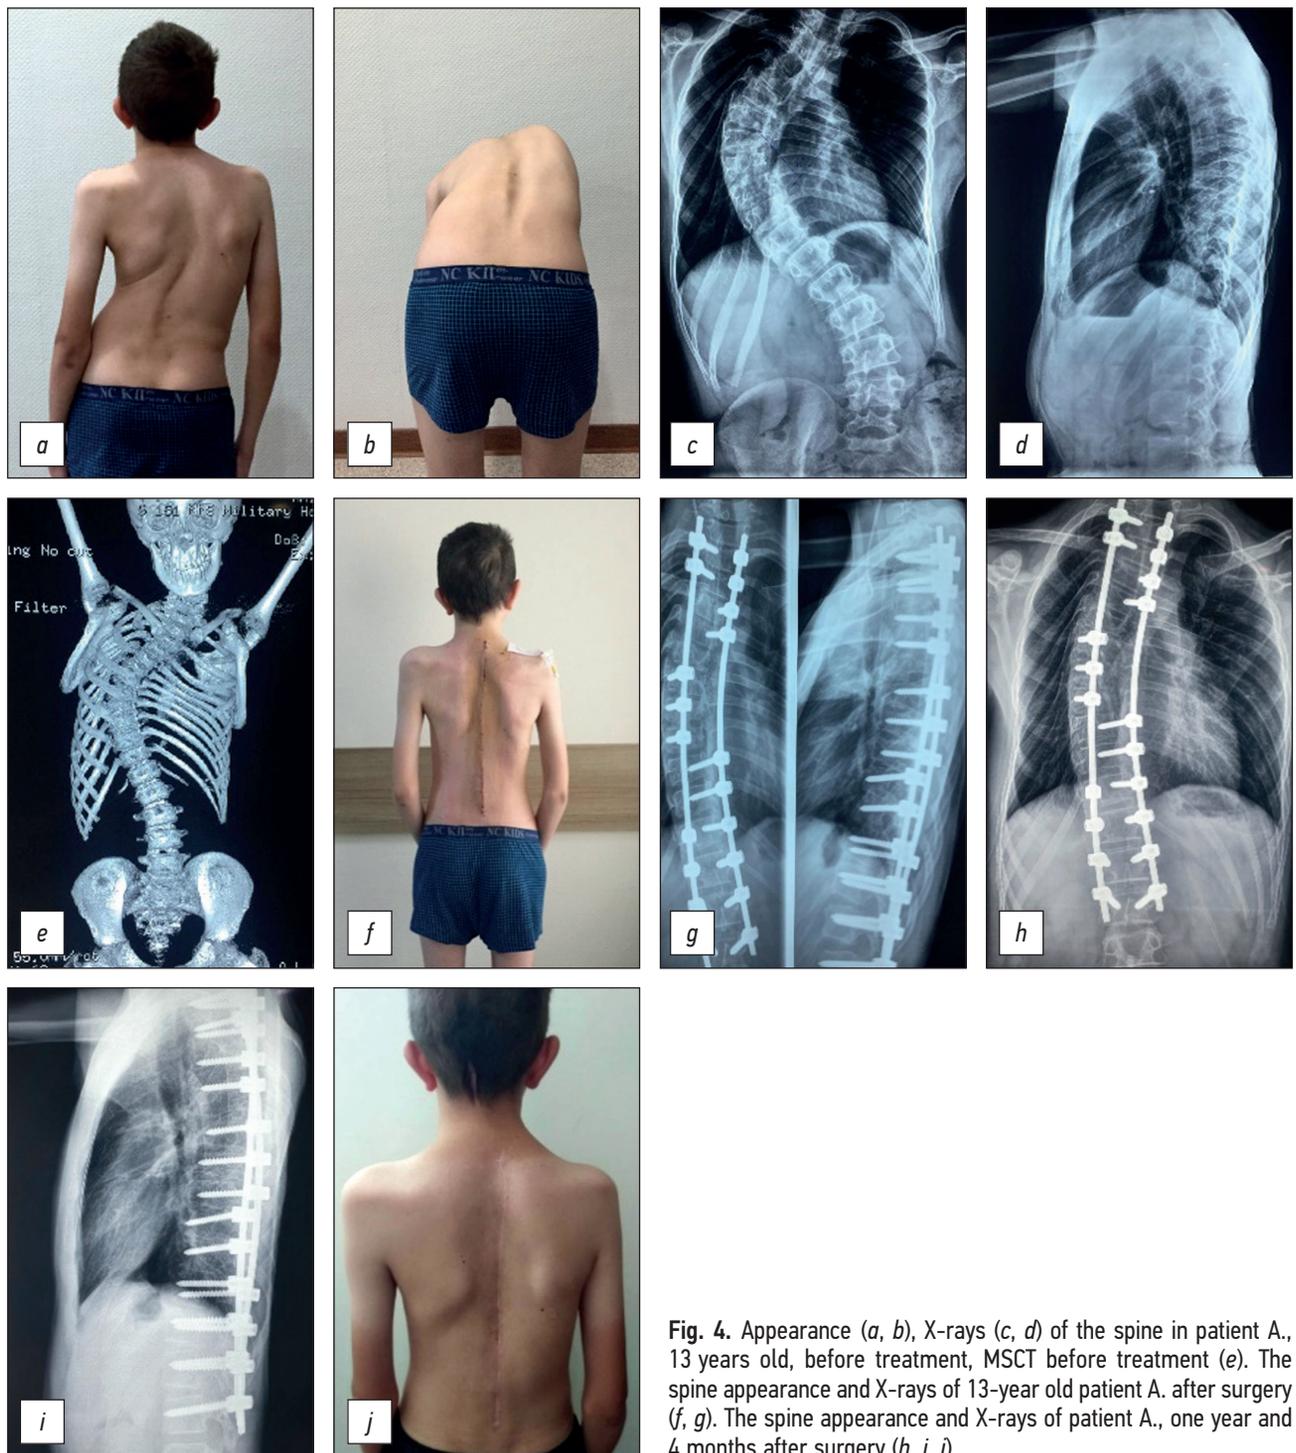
Appearance (*a, b*), X-rays (*c, d*) of the spine in patient A., 13 years old, before treatment, MST before treatment (*e*). The spine appearance and X-rays of 13-year old patient A. after surgery (*f, g*). The spine appearance and X-rays of patient A., one year and 4 months after surgery (*h, i, j*).
